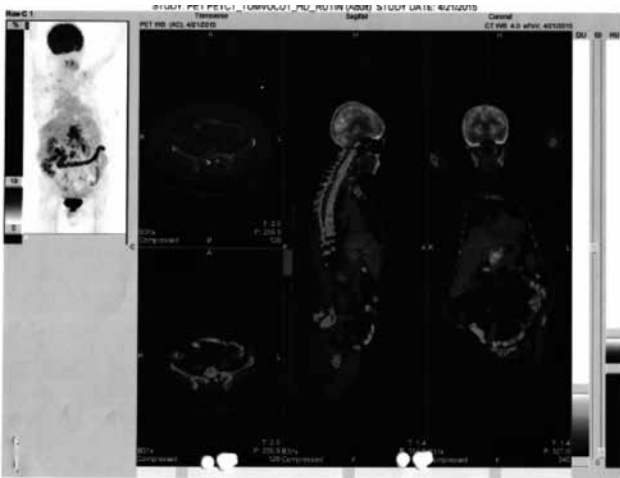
Positron emission tomography-computed tomography image of our case
